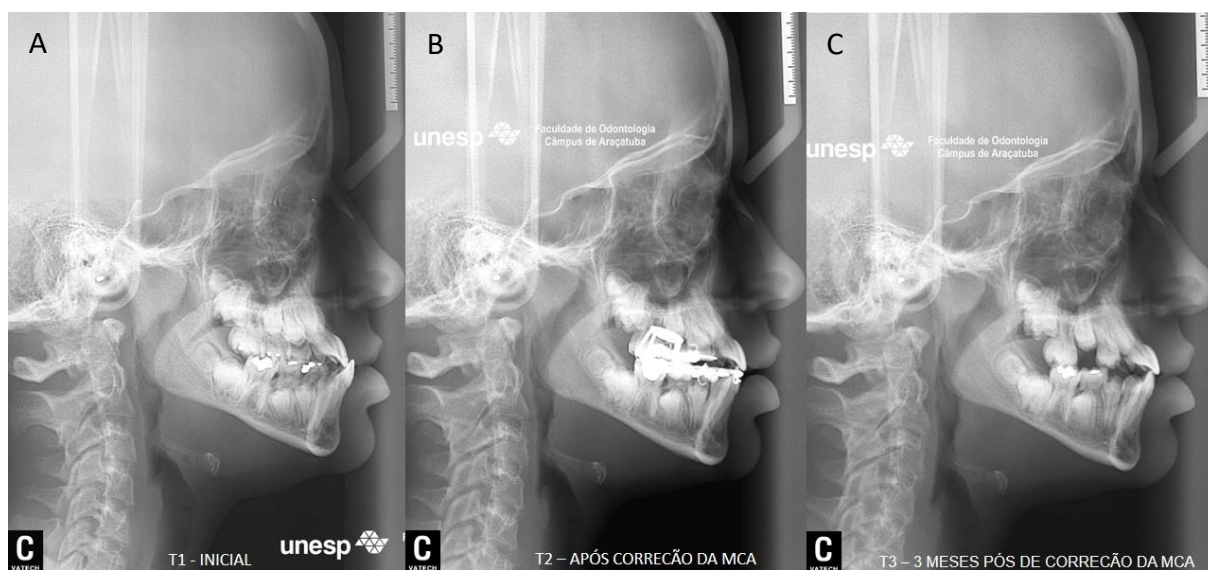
Telerradiografias em norma lateral. (A) T1 – Inicial; (B) T2 – após correção da MCA; (C) T3 – 3 meses pós correção da MCA.
